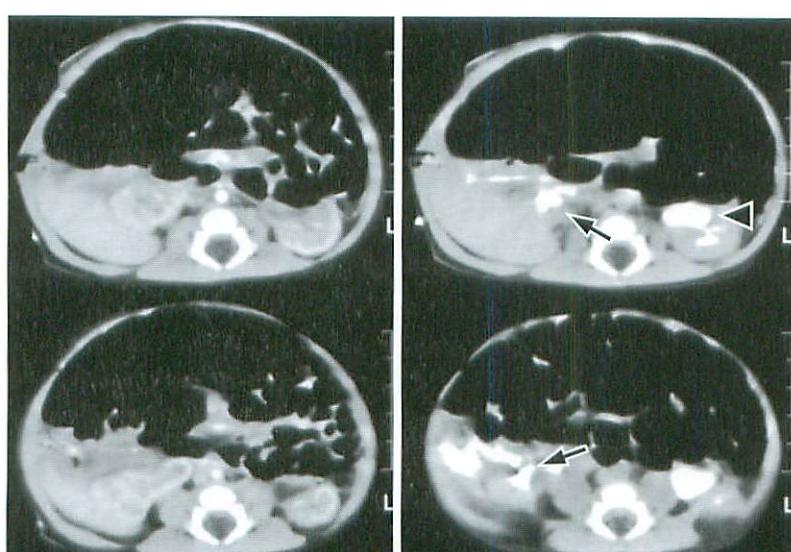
Abdominal enhanced CT (a : early phase, b : delayed phase)
